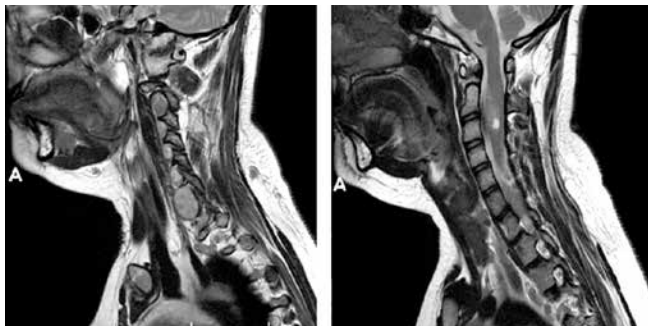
Магнитно-резонансная томография шейного отдела позвоночника в режимах T1 и T2 в июне 2019 г.
